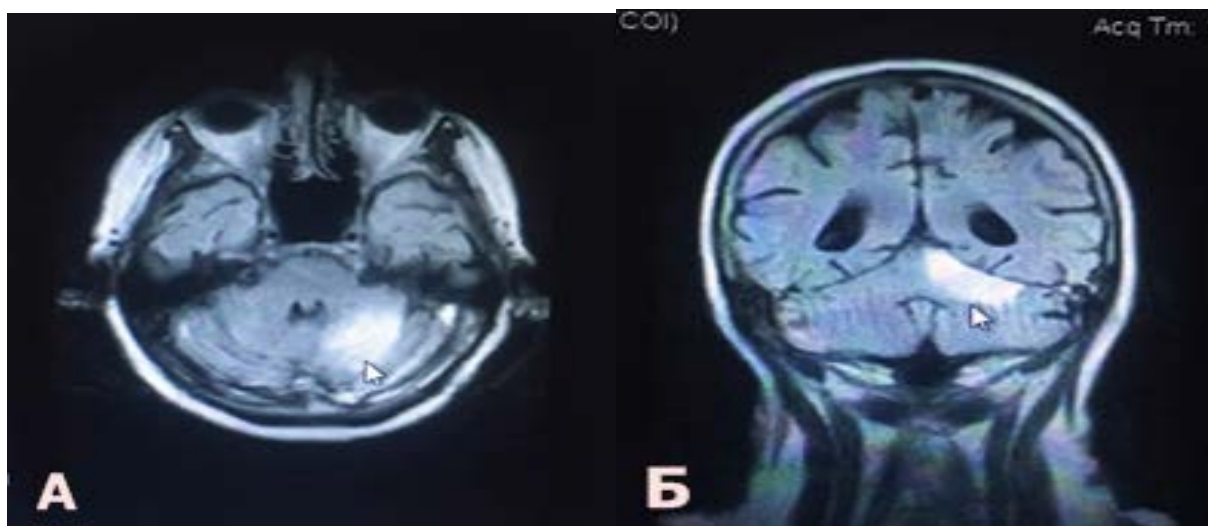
Пациент П, 78 лет. Ишемический инсульт ВМА справа. МР-томография головного мозга (режим - FLAIR) в сагитальной (А) и в корональной (Б) проекции.
